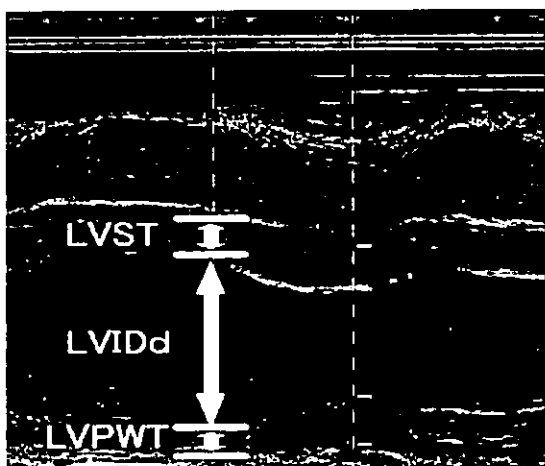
M モード法による心エコー画面
